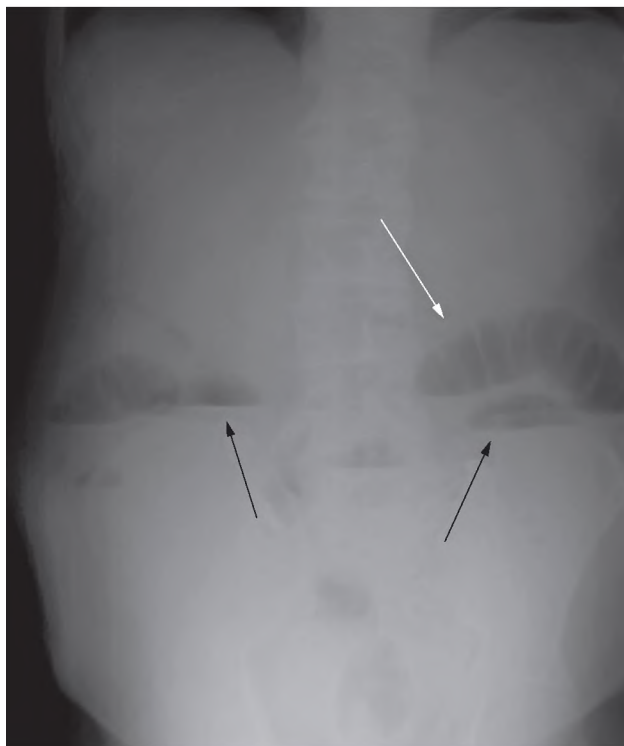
Рентгенограмма органов брюшной полости в прямой проекции в положении стоя. Свободного газа в брюшной полости не определяется. Белой стрелкой указаны чаши Клойбера и поперечная исчерченность, черными – кишечные арки в проекции мезогастрия с обеих сторон
